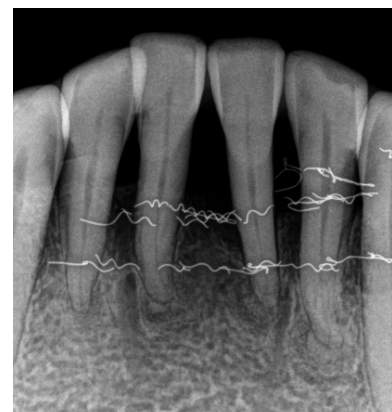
초진 시 임상 및 방사선 사진 사진
